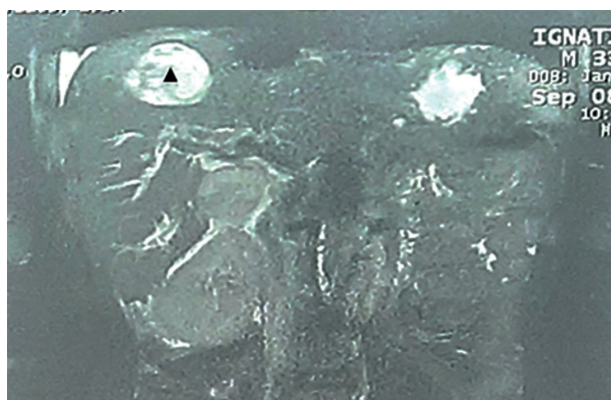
МРТ: гематома правой доли печени (Δ), кровь в просвете желчных протоков
